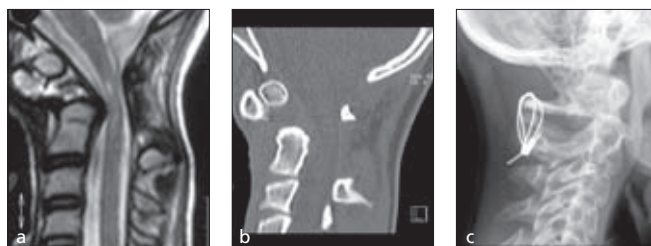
a: MRT nach Unfall im Alter von 11 a, keine neurologischen Störungen trotz zentraler Ödembildung und Stenose! 1.2.b: abgerundetes, dystopes Oo, an der Innenseite des ventralen Atlasbogens gelegen. 1.2.c: 4 Jahre nach dorsaler Spondylodese mit Span und Cerclagen sowie Minerva-gips für 3 Monate
